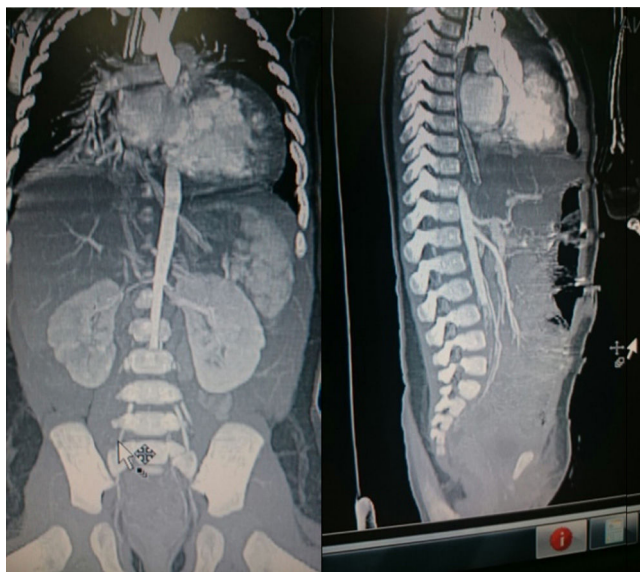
Angiotomografía con defecto de llenado de la aorta abdominal a nivel de la bifurcación y el origen de las 2 iliacas causado por un trombo «en silla de montar» (corte sagital y coronal).
